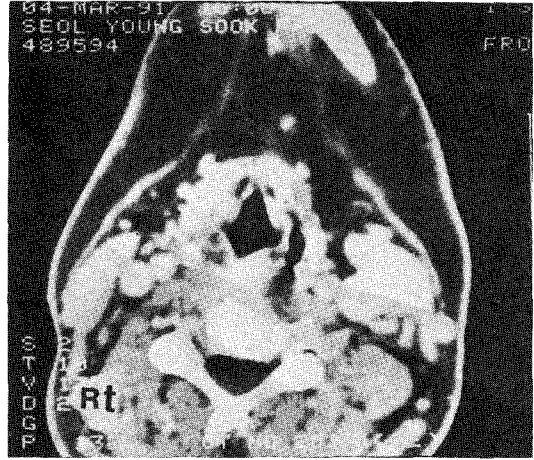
CT scan shows enlargement and increased soft tissue density of the right true vocal cord.
